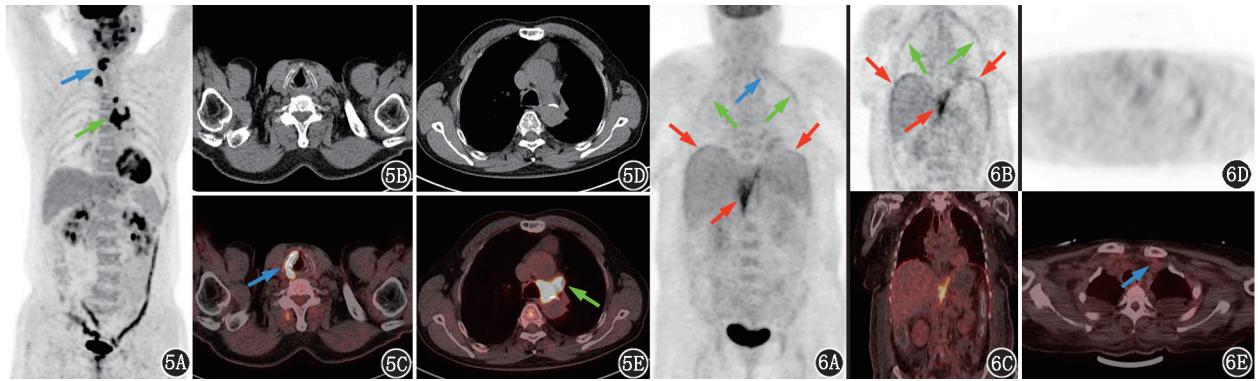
肺癌术后复发患者(女,62岁)¹⁸F-FDG PET/CT 显像图。5A. PET 最大密度投影图;5B~5E.横断面 CT 及 PET/CT 图;可见右侧声带(蓝箭头示)代谢增高,主肺动脉窗转移灶(绿箭头示) 图6 腹胀、憋气、多浆膜腔积液患者(女,50岁)¹⁸F-FDG PET/CT 显像图。6A. PET 最大密度投影图;6B、6C.冠状面 PET 及 PET/CT 图像;6D、6E.横断面 PET 及 PET/CT 图像;可见左侧斜角肌(蓝箭头示)、双侧肋间肌(绿箭头示)、膈肌及膈脚(红箭头示)代谢增高
